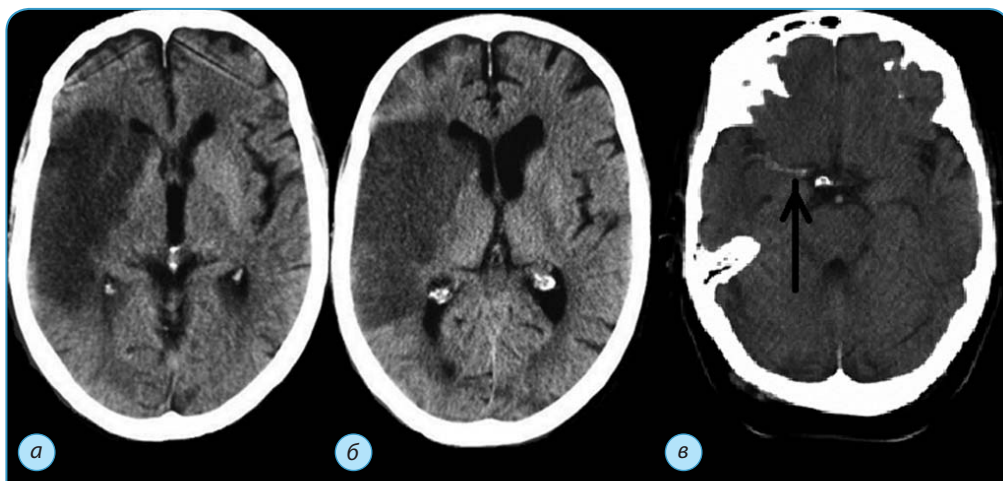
КТ головного мозга. Обширный инфаркт, захватывающий лобную, теменную и затылочную доли при окклюзии левой ВСА
